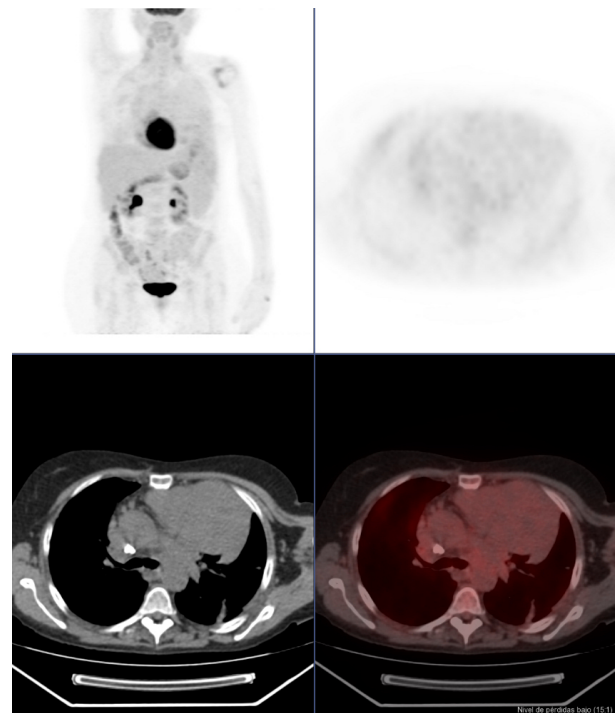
Corte axial de  $^{18}\text{F}$ -FDG-PET/TC que muestra masa tumoral en hemitórax izquierdo con invasión del mediastino anterior
